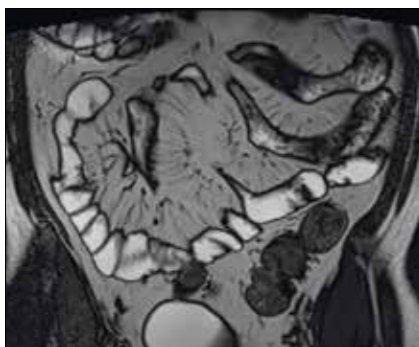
Intérêt de l'entéro-IRM dans la détection des anomalies proximales (jéjunum)
